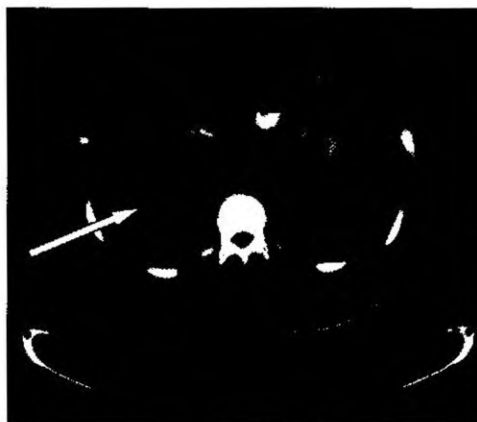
Компьютерная томограмма брюшной полости пациента с адренкортикальным раком.
